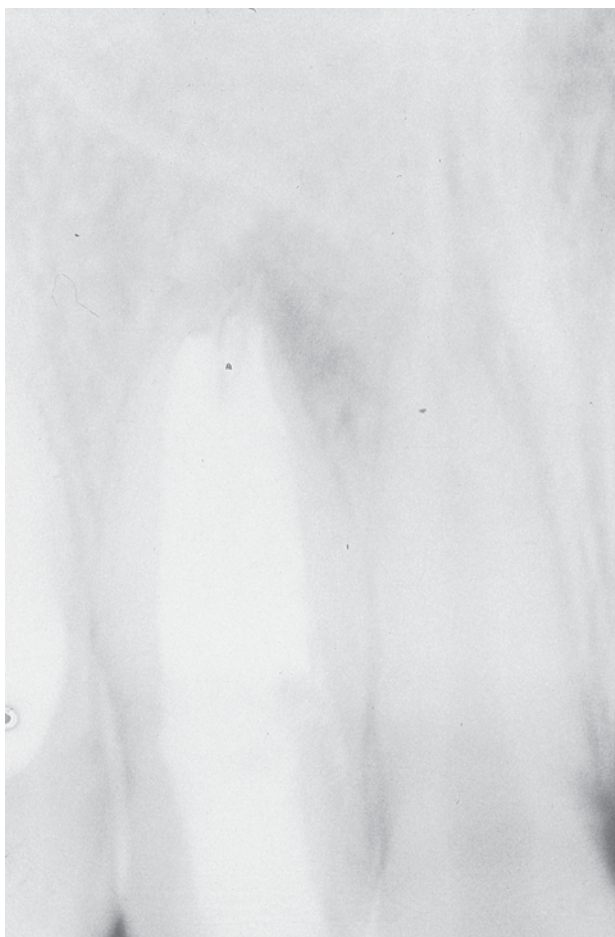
RX control a los 6 meses. Se aprecia disminución de la lisis periapical.
